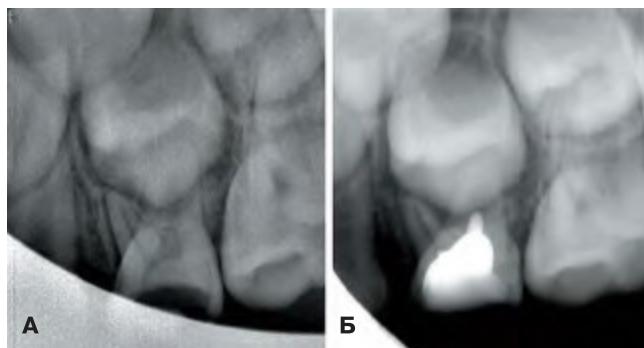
Внутриротовые контактные рентгенограммы: А) до лечения; Б) через 12 мес. после лечения
